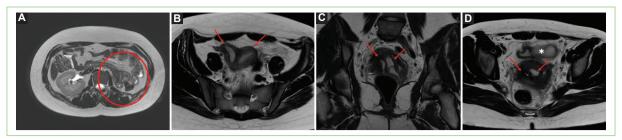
Resonancia magnética abdominopélvica A: agenesia renal izquierda. B: cavidades uterinas izquierda y derecha. C: hemivagina izquierda con hematocolpos y hemivagina derecha. D: vista axial de las dos cavidades uterinas, (\*) hematosálpinx y adherencias de anexo izquierdo a la pared pélvica.
